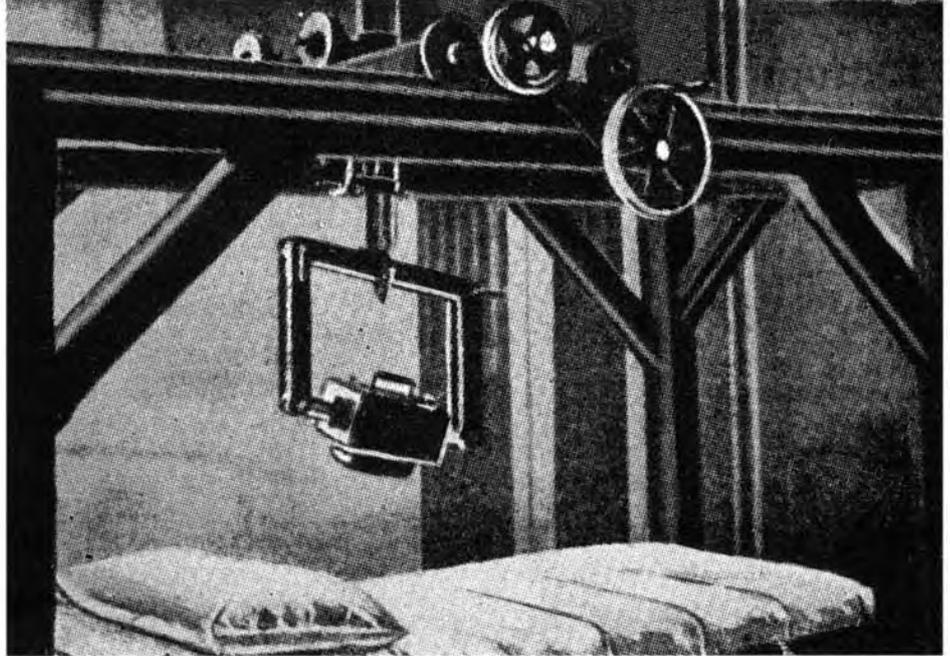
a: Radiumpräparate in Form von Metallhohlkörpern für die Kontakttherapie bösartiger Neubildungen in einem vermutlich mit Blei armierten Aufbewahrungsbehälter. „Mit Vorliebe werden für solche Kontaktbestrahlungen die Radiumpräparate in Form der Röhrchen („Tuben“) benutzt, da sie sich erstens allseitig gut und gleichmäßig filtern, zweitens gut in innere Körperöffnungen wie Nase, Mund, Speiseröhre, Harnröhre, Mastdarm usw. einführen und drittens mehrere Tuben hintereinander in der Längsrichtung oder nebeneinander gereiht zu einem nach Bedarf größeren Strahlenkörper vereinigen lassen“ [39]; Aufnahme: P. Schöffl, aus [39]. b: „Telecurie“-Therapie (Fernbestrahlung mit mehreren Gramm „emanationsstatem“ Radium). „Diese Apparatur auch Radiumkanone verzichtet prinzipiell auf Anwendung weicher Strahlen und arbeitet therapeutisch nur mit harten, tiefdringenden Gamma-Strahlen. Ihre Konstruktion und Anwendungsart entspricht der Röntgentherapie; ... [sie ist] so angebracht, daß ihr Strahlenkegel in beliebiger Richtung eingestellt werden kann“ [39]; Aufnahme: P. Schöffl aus [39].
